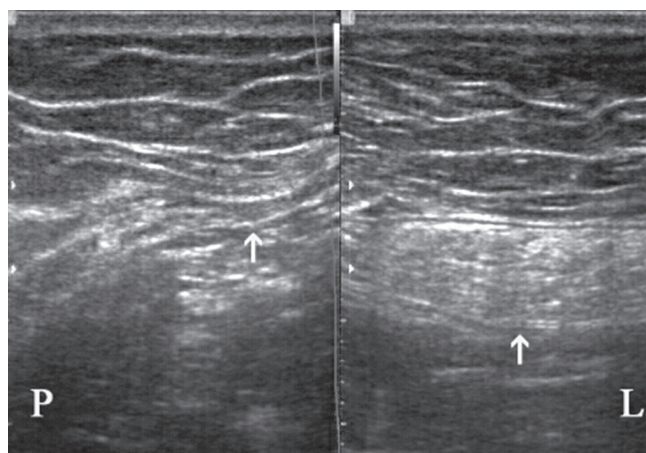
Na sonogramie porównawczym wyraźna redukcja powłok brzusznych po stronie prawej (P) jako następstwo usunięcia torbieli z nerki prawej
